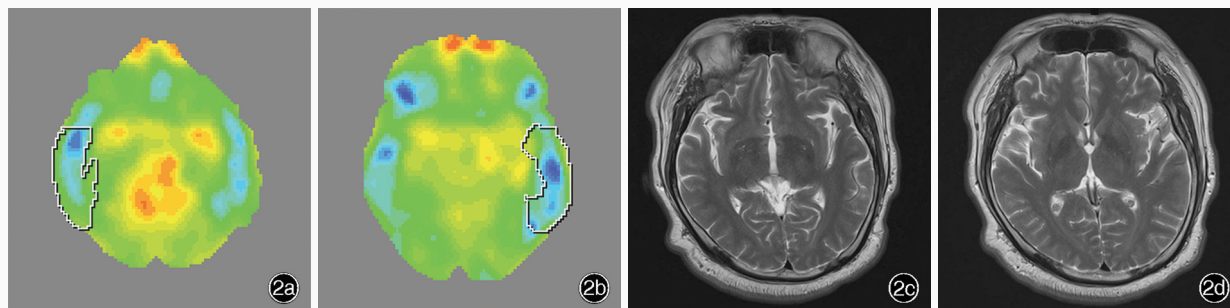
头部<sup>18</sup>F-FDG PET检查所见 2a 右侧颞叶代谢降低(白色圆圈所示) 2b 左侧颞叶代谢降低(白色圆圈所示) 2c,2d 横断面T<sub>2</sub>WI未见明显异常信号
